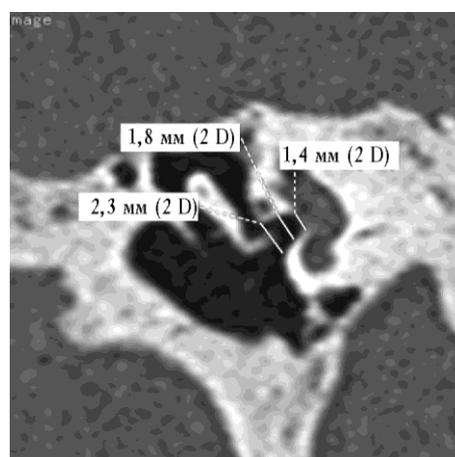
Томограмма пациента Н., 56 лет, косая проекция. Длина линии, проведенной по подножной пластине стремени, составляет 1,4 мм; линии, проведенной в середине ниши окна преддверия, — 1,8 мм; линии, проведенной на «выходе» ниши окна преддверия — 2,3 мм
